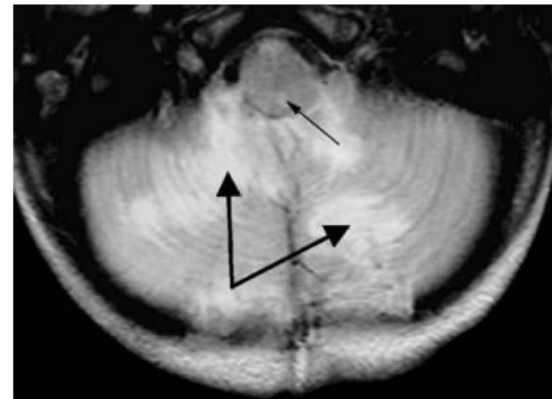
Case 1: axial T₂-weighted MRI (day 1) showing hyperintensities in the cerebellar hemispheres (*large arrows*), and involvement of the bulbar region (*thin arrow*)
